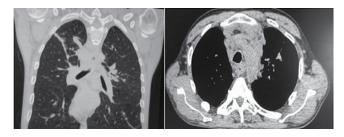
Рентгенологическая картина органов грудной клетки пациента Т. после лечения бедаквилином
